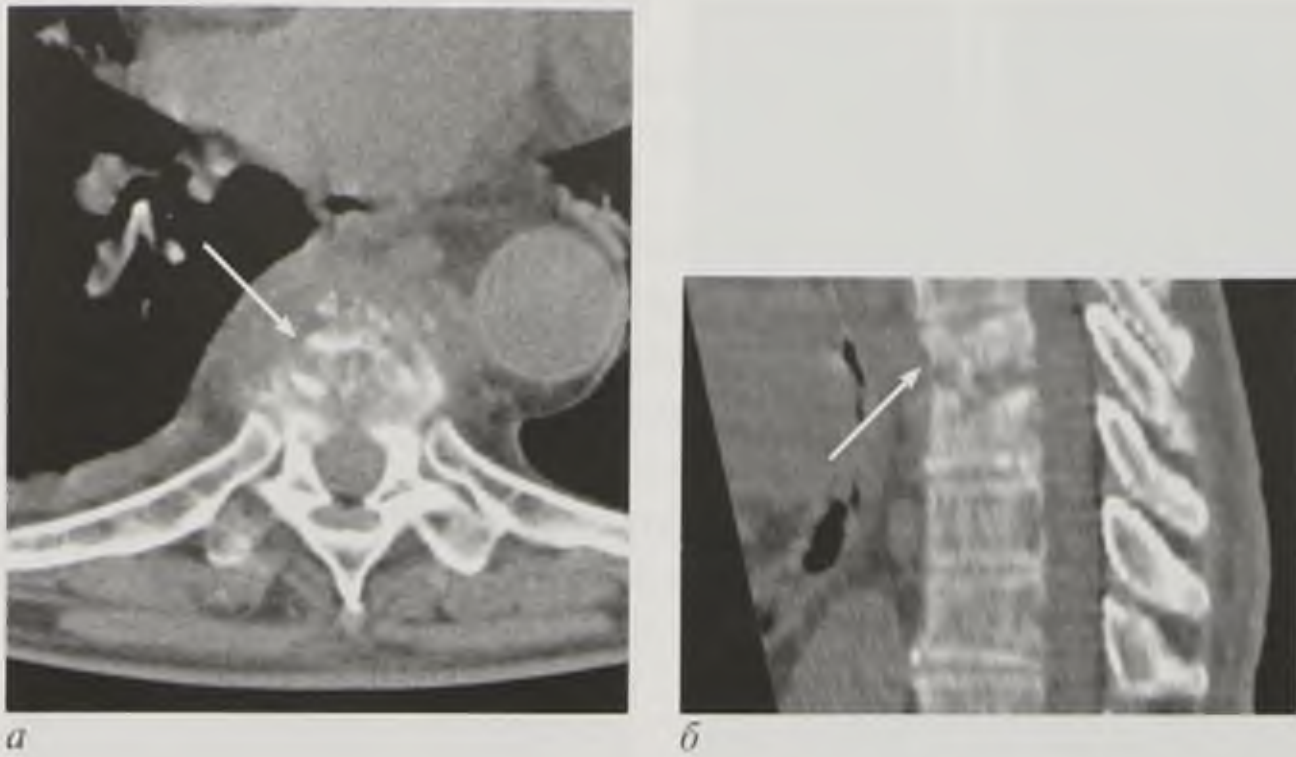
Компьютерные томограммы грудного отдела позвоночника в аксиальной плоскости (*а*) и мультипланарная реконструкция в сагиттальной плоскости (*б*). Остеомиелит позвонков Th_{VII}–Th_{VIII}. Разрушение тел позвонков с наличием паравертебрального мягкотканного компонента (стрелки)
